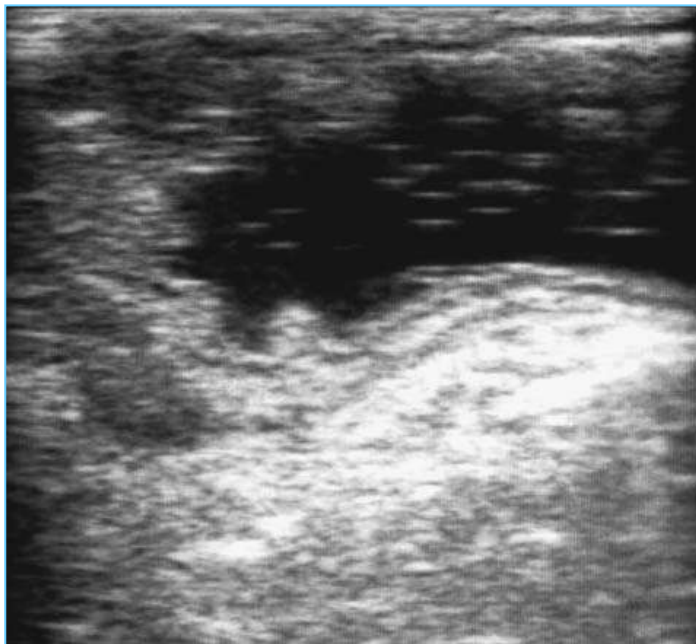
Трансабдоминальное УЗИ наполненного водой желудка. Граница опухоли показана стрелкой.
